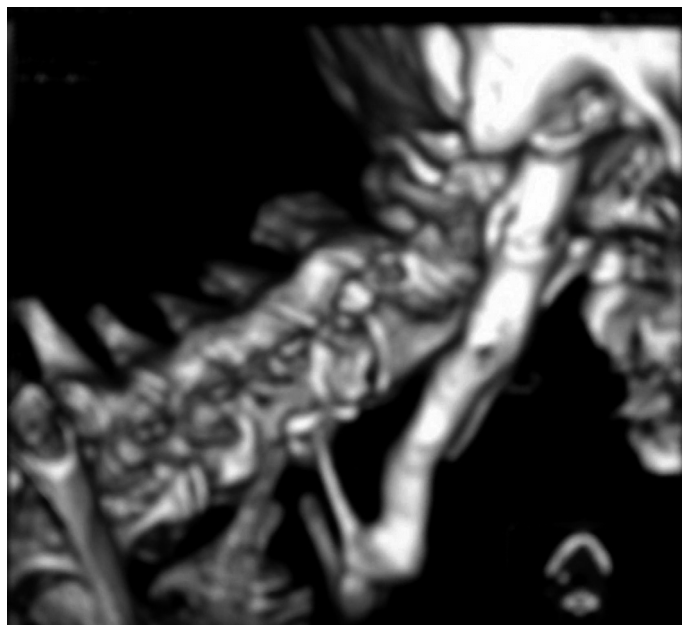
TAC 3D de la región cervical ampliada.
